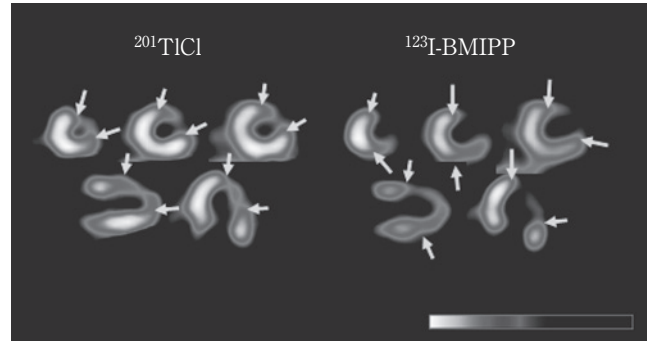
$^{201}\text{TlCl}/^{123}\text{I}$ -BMIPP dual SPECT in a patient with acute myocardial infarction. Defect area and severity of  $^{123}\text{I}$ -BMIPP are larger and greater than those of  $^{201}\text{TlCl}$
